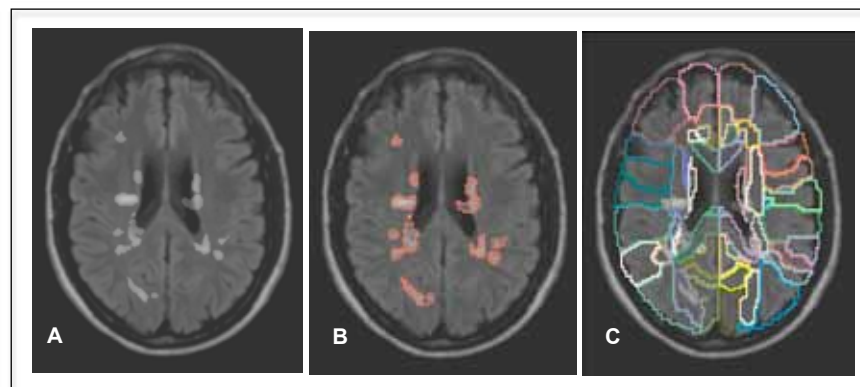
A, Las lesiones por EM están identificadas en la RM-FLAIR. B, RT y VCE en vóxeles están determinados por la herramienta semiautomatizada del rastreador de la RM segmentada. C, cada RM se coloca en un mapa de parcelación disponible públicamente de materia blanca y gris disponible para determinar la localización cerebral de cada lesión.
